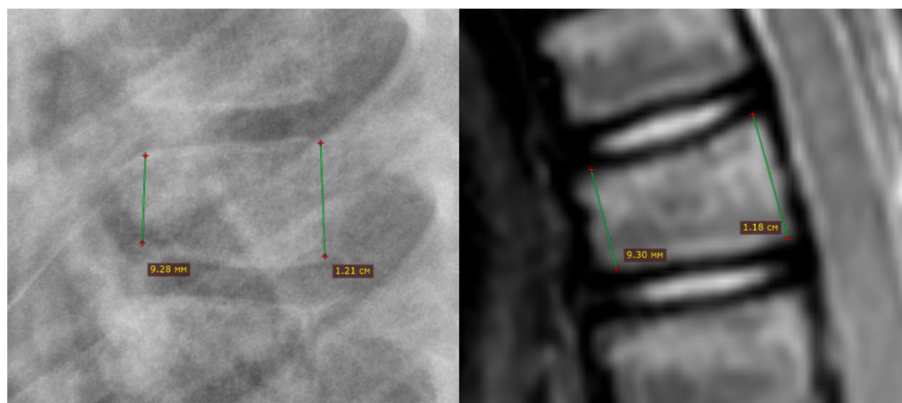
Методика построения передней и задней высот на РГ и МРТ
